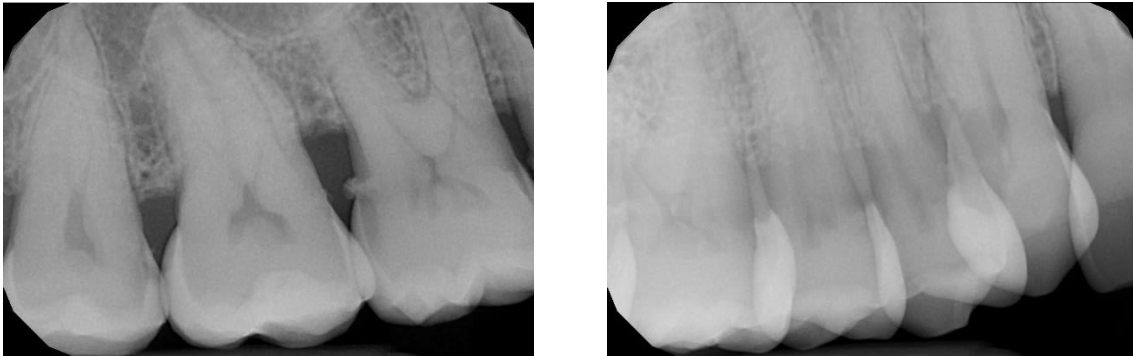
Radiografías periapicales del primer cuadrante sector posterior.
